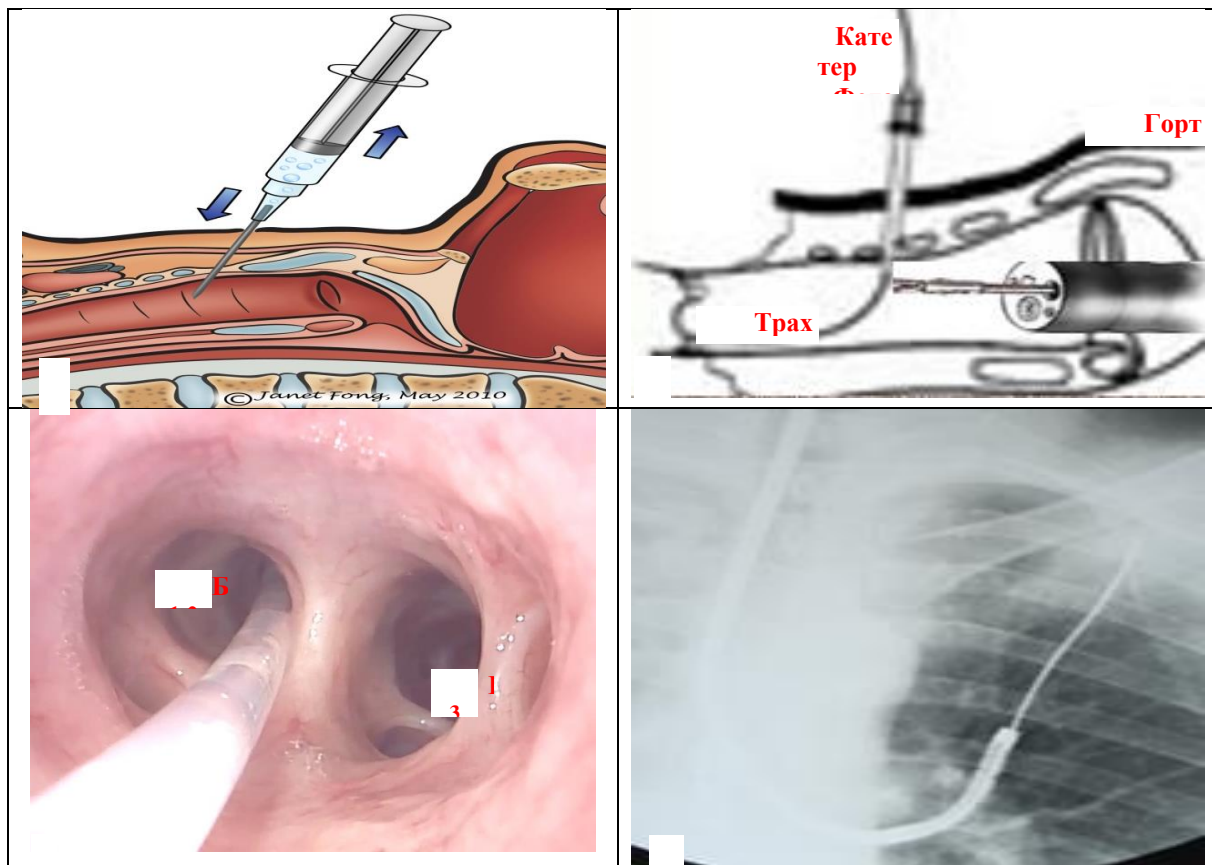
Этапы операции (а – пункция передней стенки трахеи; б – конец катетера захвачен эндоскопическими щипцами) и интраоперационные фото (в – эндофото, катетер заведен в Б1-2 левого легкого; г - рентген-контроль положения катетера в легком)
